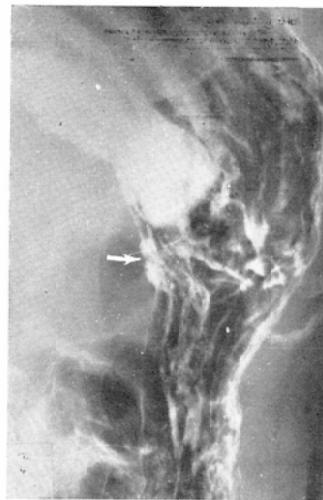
A-1 Patient is forty-two years old female who has a history of epigastric pain after meals, this roentgenogram was taken by alimentary examination. Arrow showing a barium fleck which was presupposed to indicative of an ulcer niche in posterior gastric wall.
